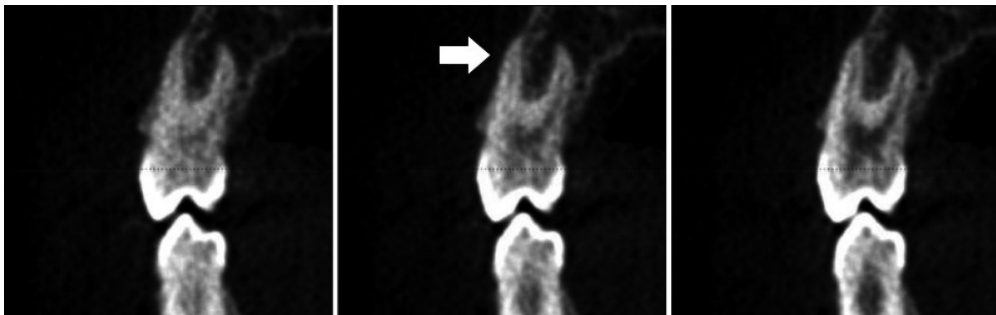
Fenestracioni i premolarit të parë sipër, pas trajtimit me RME (pamje nga CBCT e pacientit)
